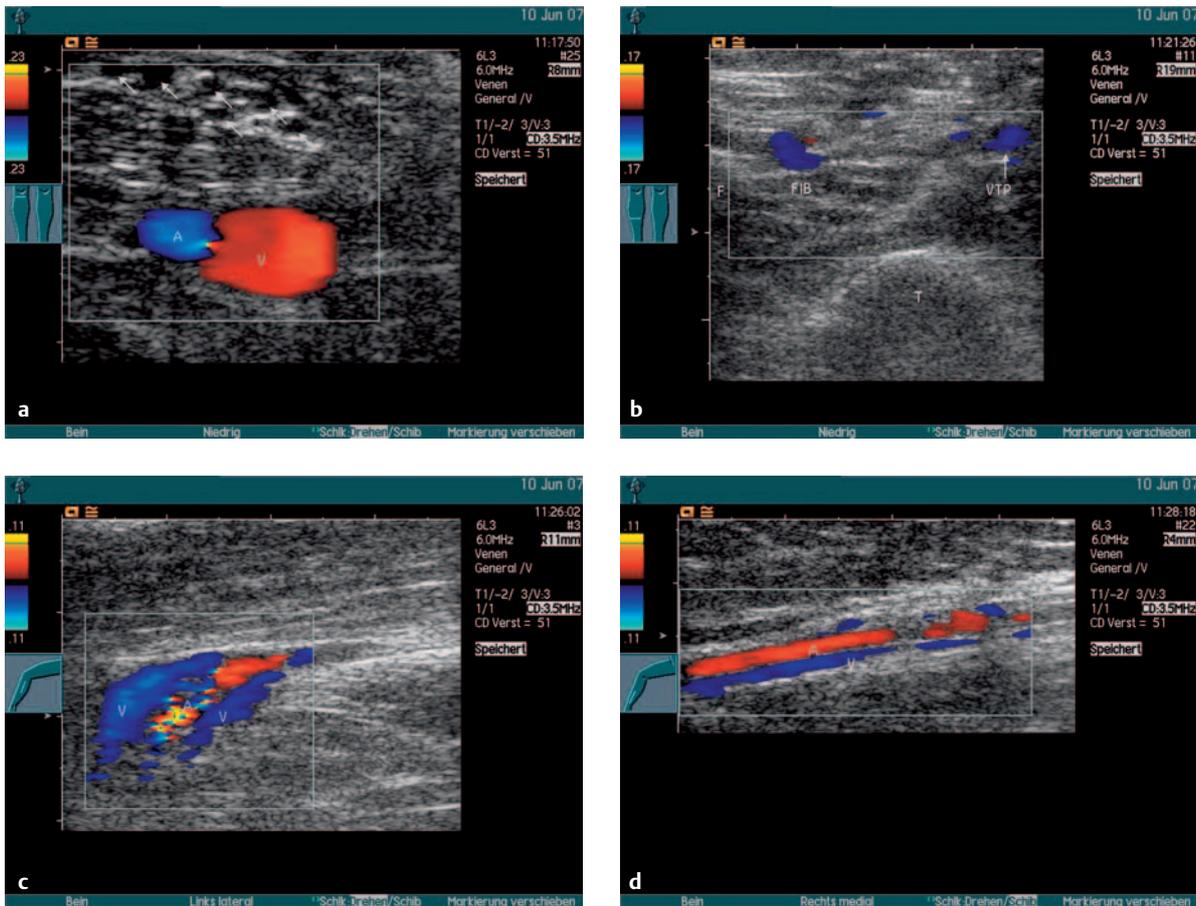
d Normalbefunde Farbdoppler am Unterschenkel.
